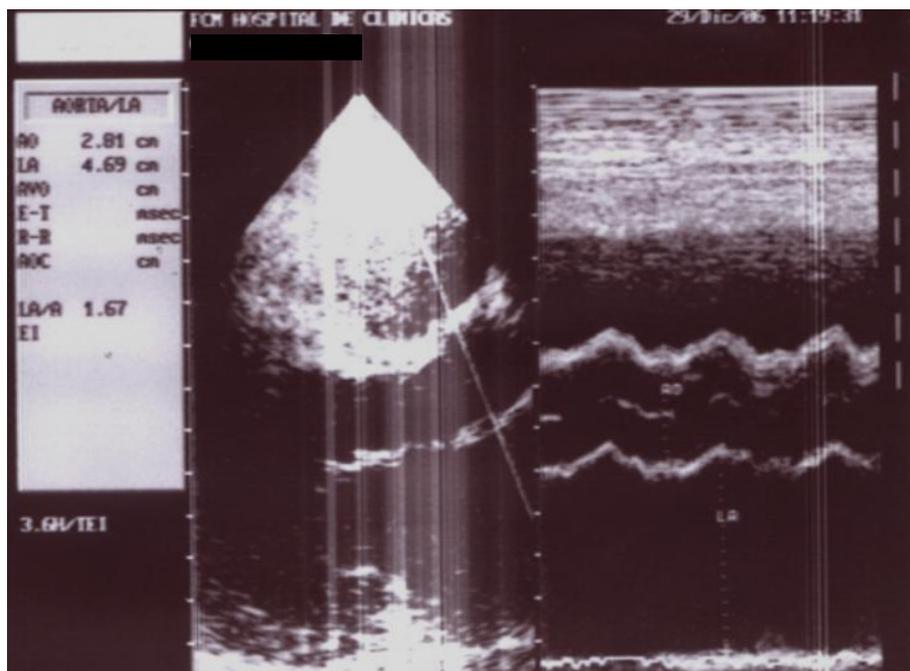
Ecocardiografía con dilatación de cavidades del mismo paciente.
